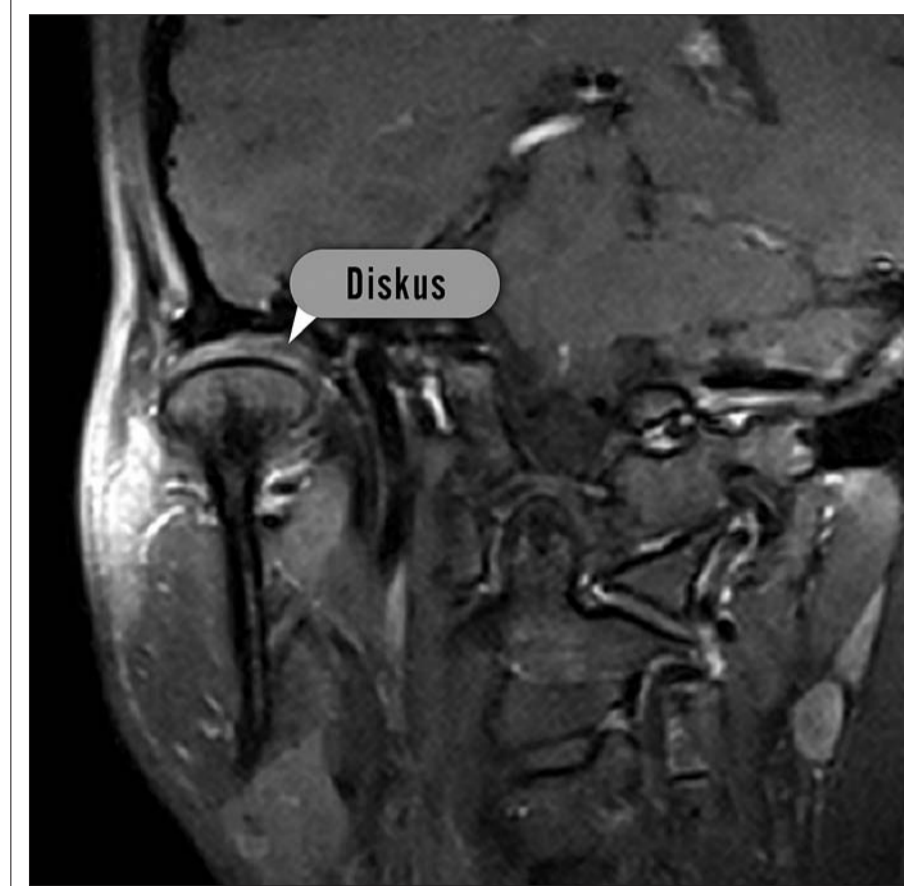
Ultrahochauflösende MRT des rechten Kiefergelenks, parakoronar, T1 nach KM-Gabe. Diagnose: Normalbefund. Regelrechte transversale Diskuslage, keine kortikalen Usuren, kein Erguss oder Nachweis einer Synovialitis.
